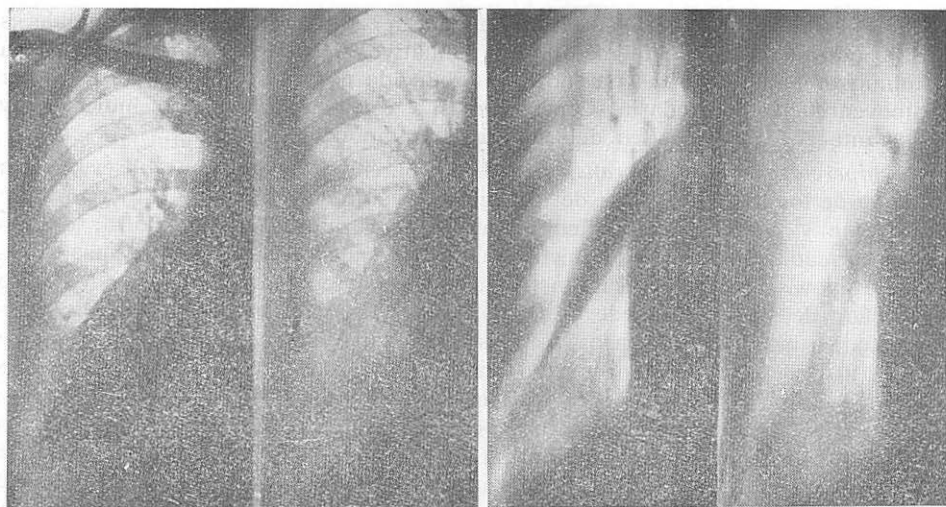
NÚM. 18. CASO NÚM. 21.—*Embolismo pulmonar recidivante (+ infartos) en enferma con síndrome postflebotrombótico crónico. No hay evolución hacia hipertensión pulmonar.*—En la radiografía del 15-V-67, trece días después del comienzo clínico, se aprecia elevación de hemidiafragma derecho; dilatación de la arteria pulmonar, pleuritis exudativa en regresión; reliquias post-infárticas en forma de imágenes lineales a la altura del polo superior del hilio derecho. Hay una evidente desproporción en el calibre de los vasos que salen de la pulmonar derecha. En la radiografía del 10-II-68 se observa importante y casi completa regresión de estas alteraciones, quedando solamente cicatrices lineales del infarto y discreta dilatación de la pulmonar derecha y pleuritis adhesiva. No se aprecia ya en esta radiografía la disminución del calibre de los vasos que salen del tronco principal de la pulmonar derecha.
